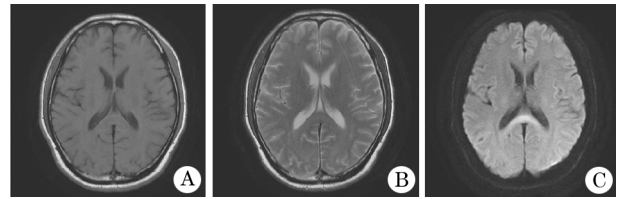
患者 CO 中毒后意识模糊临床诊断为 Marchiafara-Bignami 病 MRI
